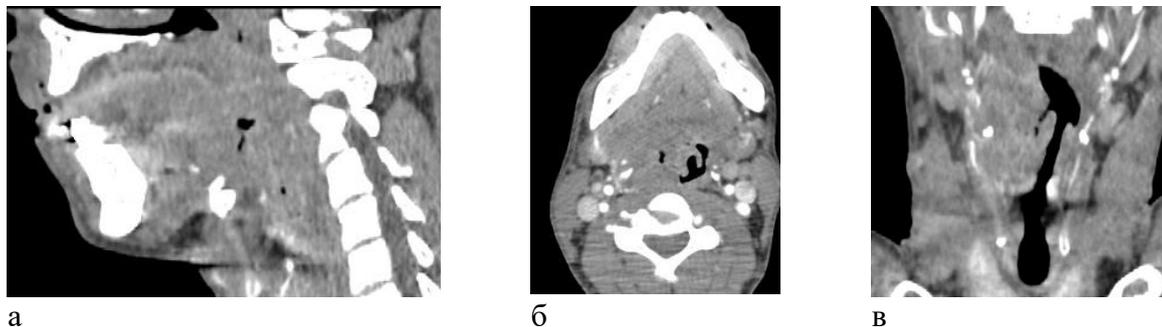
МСКТ шеи в сагиттальной (а), аксиальной (б), коронарной (в) проекциях. Справа на уровне язычной миндалины, определяется мягкотканое образование, распространяющееся по латеральной стенке вниз до уровня гортани.
